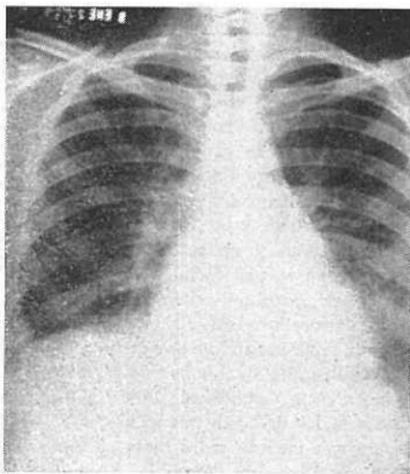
Tele-radiografía de tórax: Cardiomegalia grado II, a expensas de vent. izq.; aumento discreto de la trama hilar; oscuridad en seno costo-diafragmático izq.
